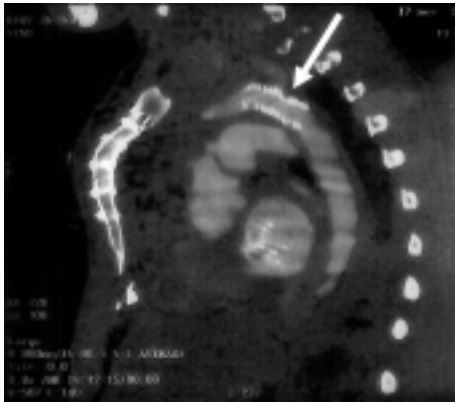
Tomografia spirale toracica. Elaborazione tridimensionale dell'aorta toracica con evidenziazione della coartazione (freccia).
